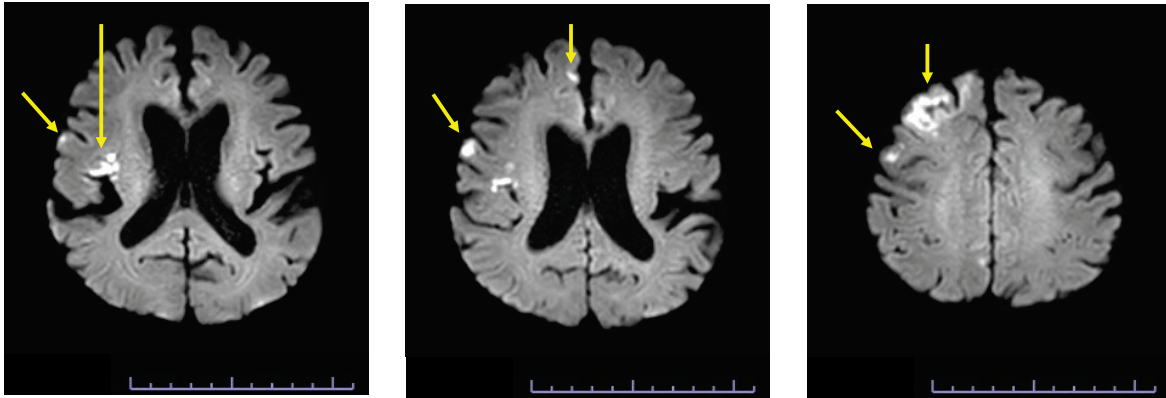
MRI on the day after surgery
